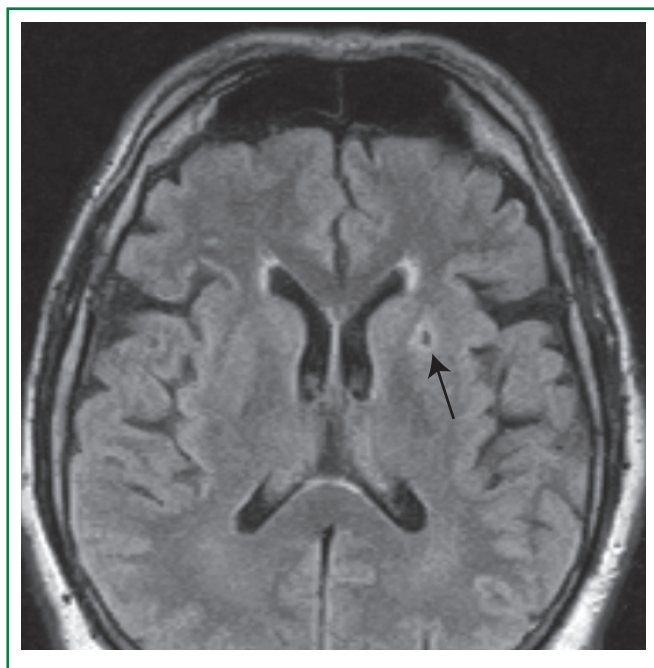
Клинический случай 1. МРТ головного мозга (аппарат Siemens, Magnetom Aera 1,5 T), импульсная последовательность T2 FLAIR, аксиальный срез: лакунарный инфаркт (указан стрелкой) в стриокапсулярной области неуточненных сроков давности (на основе критериев STRIVE)
